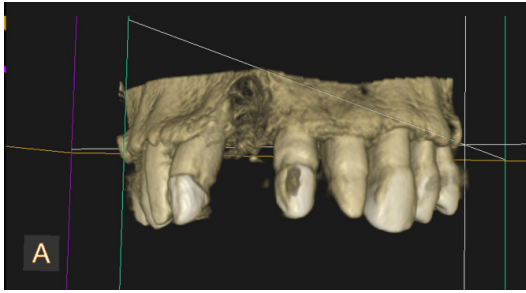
2019 年 11 月 術直前 CBCT 画像
